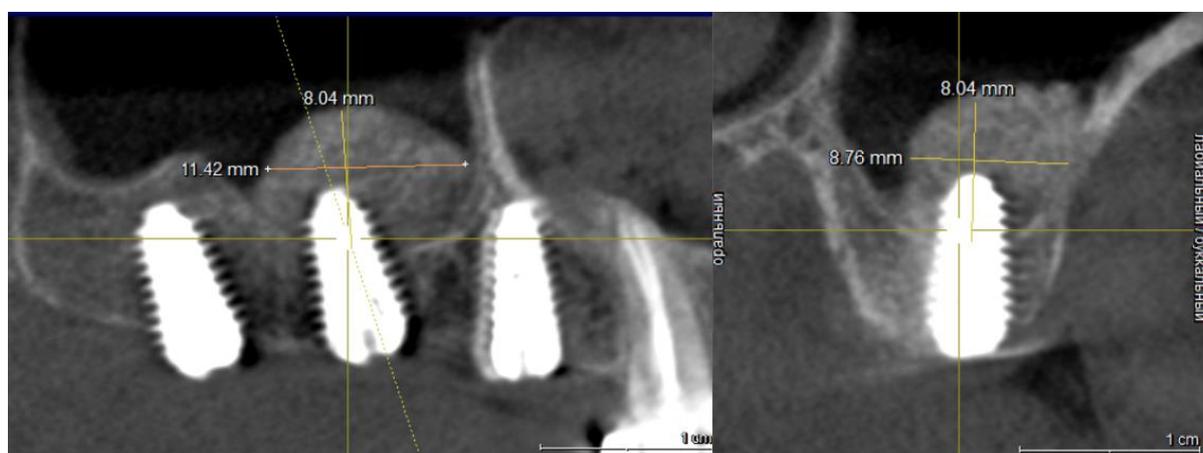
3D-КТ снимок верхней челюсти пациентки К. после проведения синус-лифтинга и установки имплантатов, март 2023 года
